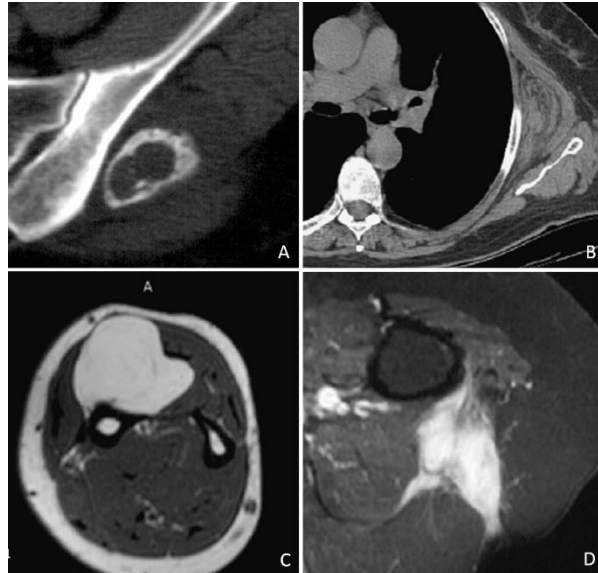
Exemples de lésions bénignes aisément identifiées en imagerie, du fait du contexte clinique, du site anatomique et de la sémiologie en IRM/scanner : myosite ossifiante (A), élastofibrome scapulaire (B), lipome intramusculaire de la jambe (C), tumeur desmoïde de la ceinture scapulaire (D). Source : *Kind et al., European Journal of Radiology, 2009.*
